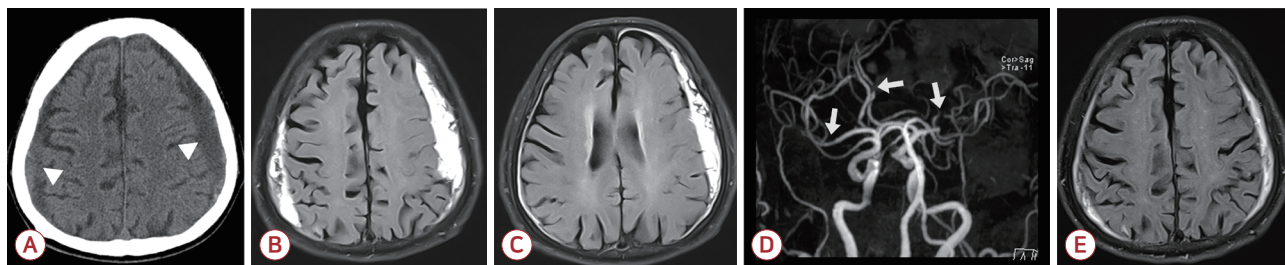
Brain CT obtained 5 days after the transient neurological deficit shows bilateral hypodense, extra-axial subdural collections (arrowheads), displacing the brain inward (A). Axial fluid-attenuated inversion-recovery MRI shows bilateral high-signal-intensity peripheral collections, greater on the left side (B, C). Brain MRA demonstrates stenosis (arrows) in the left anterior cerebral artery, M1 segment of the right middle cerebral artery and M2 segment of the left middle cerebral artery (D). Brain axial fluid-attenuated inversion-recovery MRI obtained two months after the transient neurological deficit shows a reduction in the size of the bilateral subdural collections (E). CT; computed tomography, MRI; magnetic resonance imaging, MRA; magnetic resonance angiography.
